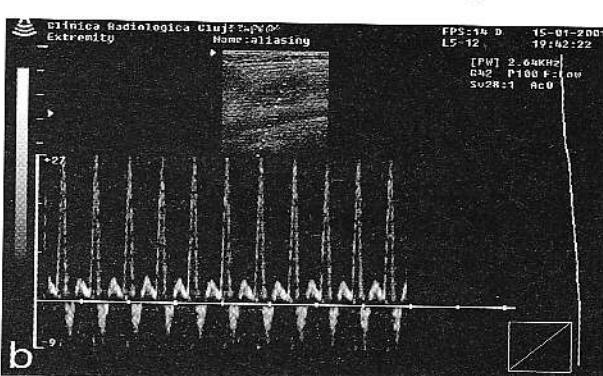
Efectul modificării poziției liniei timpului în ecografia Doppler pulsat: a) artefact de ambiguitate; linia timpului este situată la mijlocul domeniului de viteze; b) coborârea liniei timpului ajută la eliminarea artefactului.
